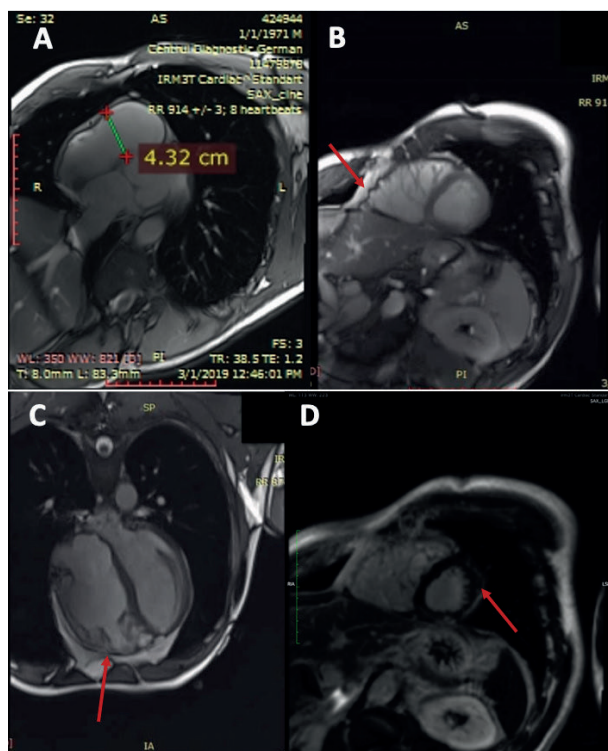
Rezonanță magnetică cardiacă. A. Dilatare RVOT. B. Aneurisme, zone de hipokinezie și diskinezie localizate la nivelul peretelui liber al VD. C. Infiltrare adipoasă neomogenă, leziuni fibrotice extinse și neomogene la nivelul peretelui liber VD, arii de infiltrare adipoasă la nivelul miocardului medio-apical al peretelui lateral al VS. D. Captare tardivă de gadoliniu la nivelul peretelui infero-lateral VS
